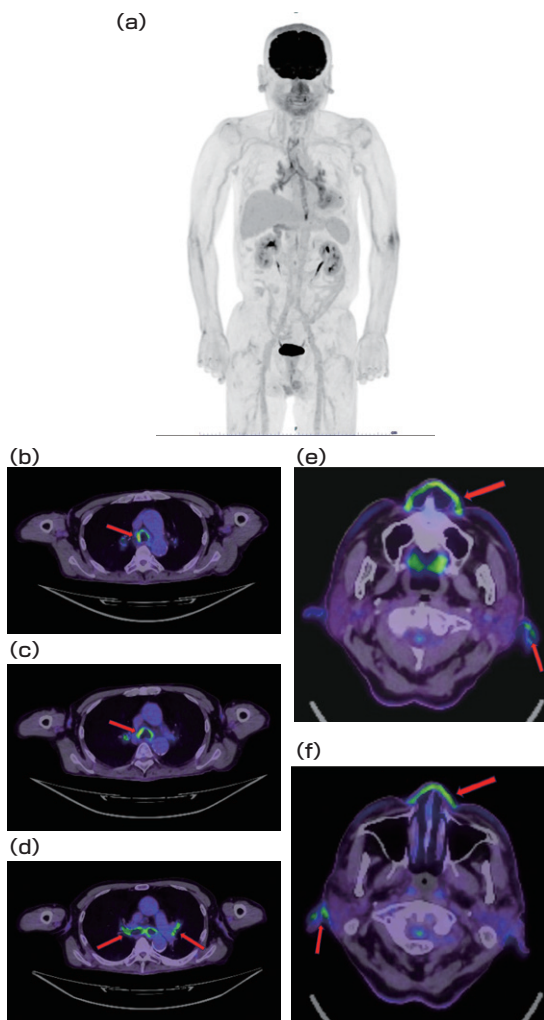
FDG-PET (a)MIP正面像 (b-f)Fusion画像 水平断像 気管(SUVmax:5.9→6.9), 主気管支(SUVmax:9.1→9.6), 葉気管支レベル(左下葉気管支SUVmax:7.4→7.9, 右下葉SUVmax:6.1→7.8)に壁に沿った<sup>18</sup>F-FDG集積を認めた(b-d)。気管レベルでは背側の膜様部部分は<sup>18</sup>F-FDG集積が欠損していた(b)。また, 両側耳介軟骨や鼻軟骨にも軽度の<sup>18</sup>F-FDG異常集積を認めた(e,f)。
